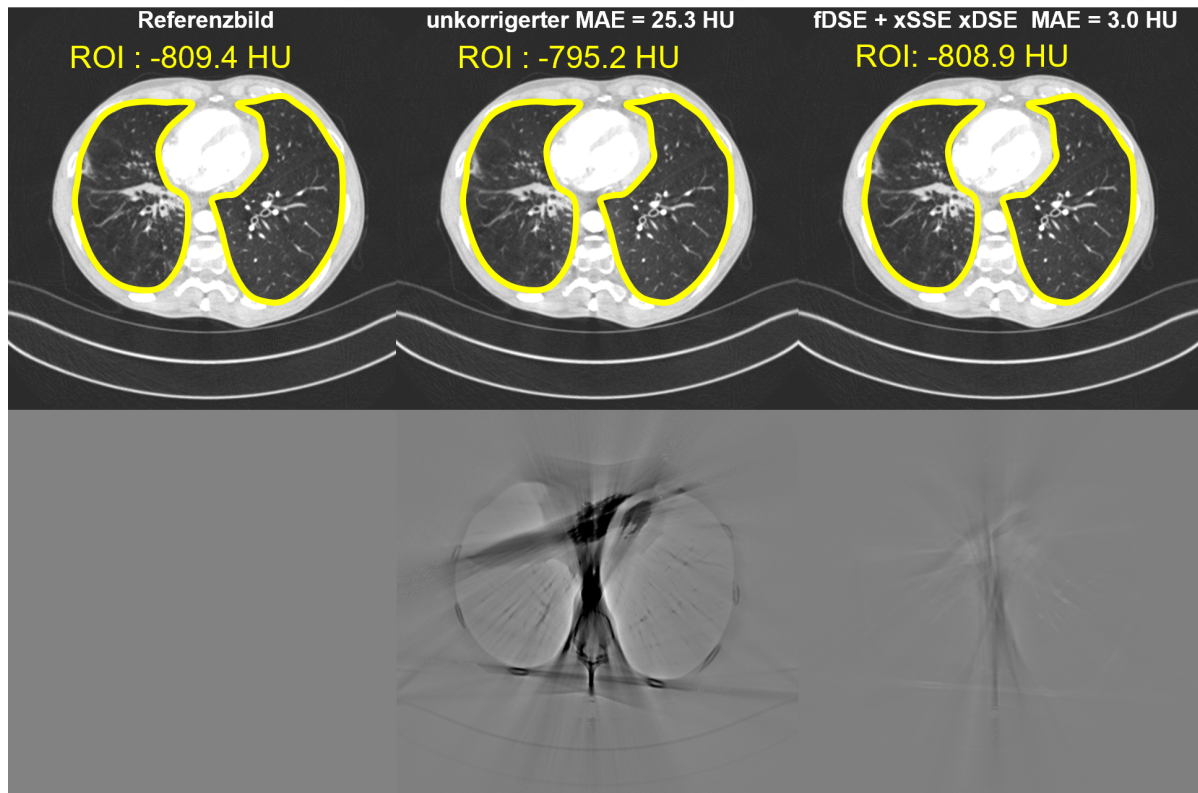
Veranschaulichung der Längs- und Querstreukorrektur für DECT. Da bei quantitativen CT-Scans der absolute Wert wesentlich ist, erfolgte zur Quantifizierung eine Bestimmung des mittleren Werts in der segmentierten Lunge. Eine Kombination aus fDSE und xDSE xSSE kann die Verschiebung des absoluten CT-Werts durch Streustrahlung auf 0.5 HU korrigieren. Relevante Parameter der rekonstruierte Bilder: $C = -500$ HU, $W = 1500$ HU, Differenzen zum Referenzbild: $C = 0$ HU, $W = 300$ HU. Röhrensprungung A = 80 kV, Röhrensprungung B = 140 kV. Stromverhältnis $\rho=1$.
